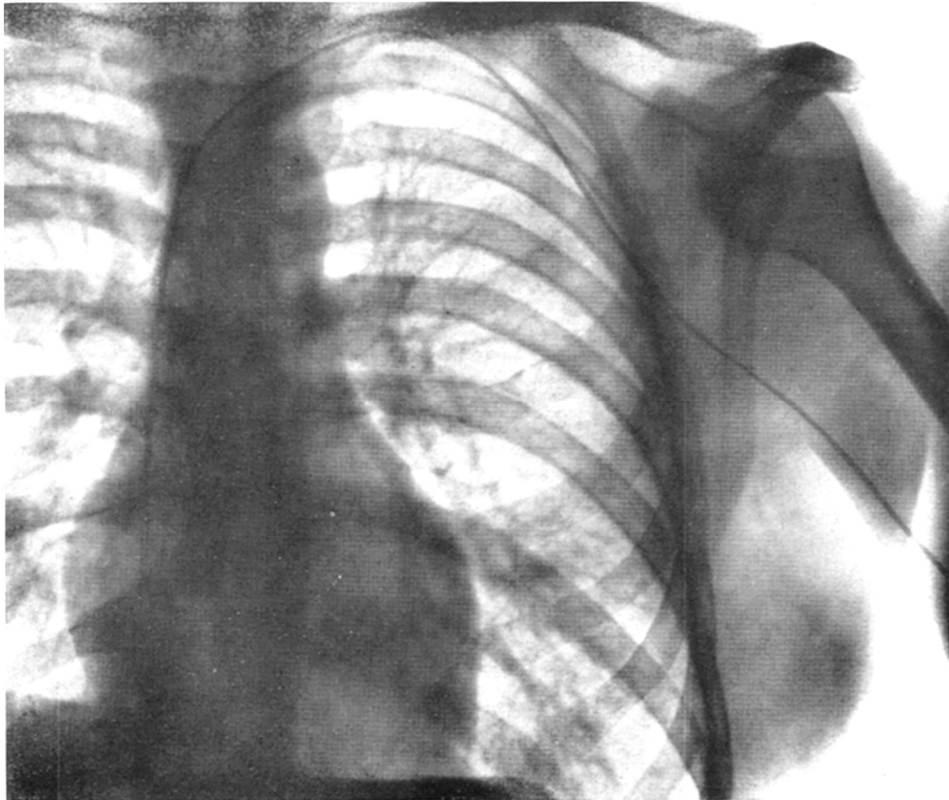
Röntgenaufnahme der Herzkatheteruntersuchung von Werner Forßmann. Der Katheter reicht von der linken Vena cephalica herabkommend bis in die rechte Vorkammer (Forssmann, 1929).
